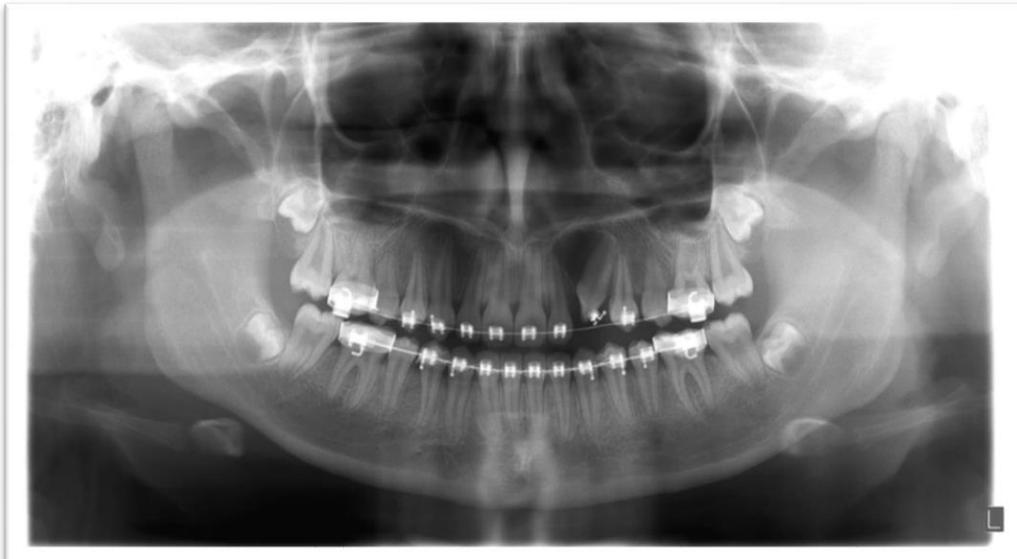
Ortopantomografía 13/10/2014.³²
